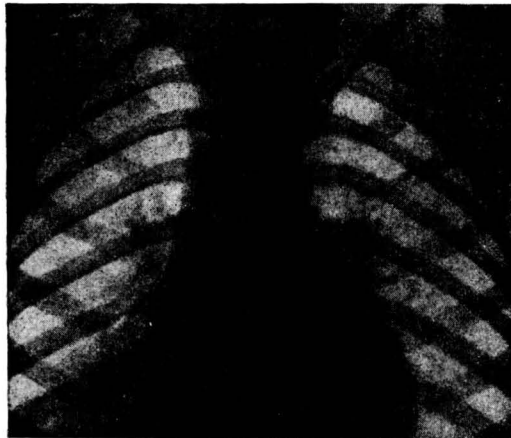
Mismo caso. Radiografía 10-IV-52. Regresión de la atelectasia y de la supuración
